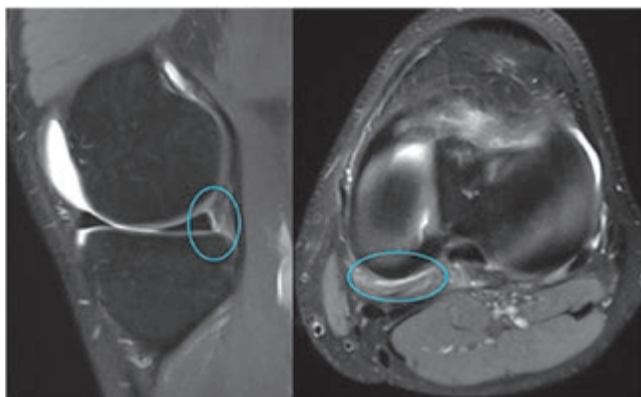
Images IRM de lésion de la Rampe méniscale interne sur un coupe sagittale et axiale.
